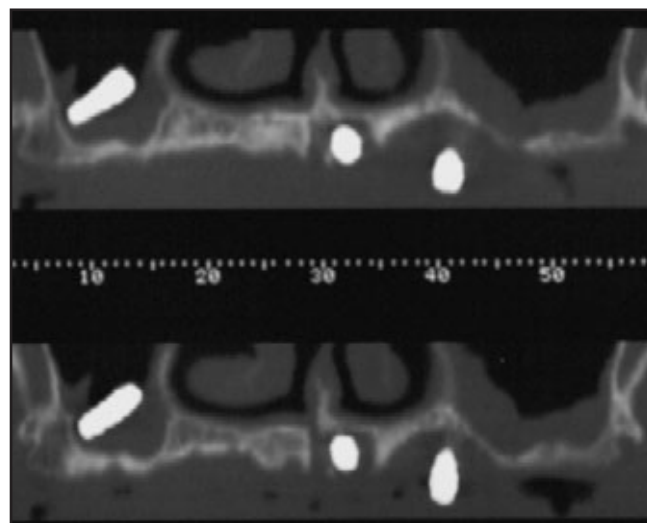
Verrutschen des Implantats in die Kieferhöhle während der Einheilung aufgrund nicht ausreichender Primärstabilität. (oben) Panoramaraöntgenaufnahme; (rechts) CT-Panoramaaufnahmen.
